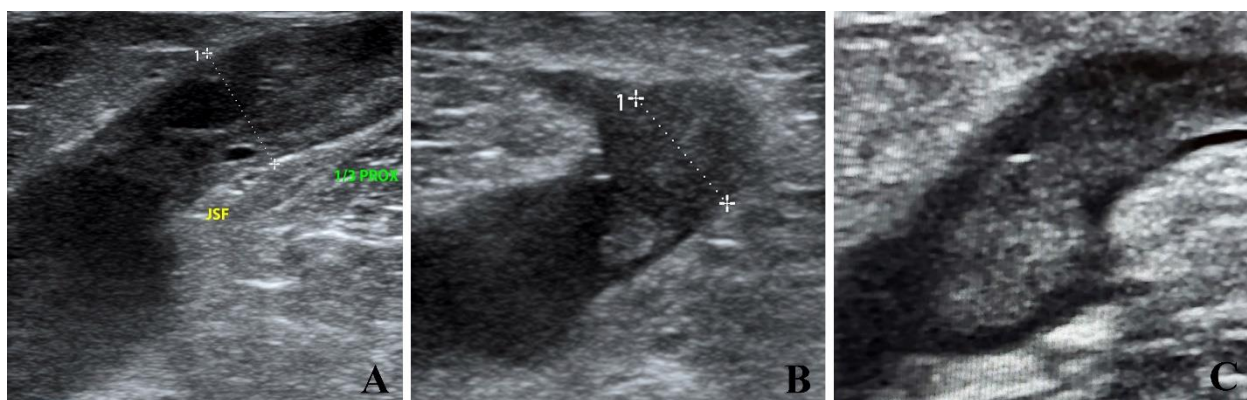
Imagini ultrasonografice ale cazurilor de VTF tip III Verrel-Steckmeier cu subtipurile IIIA (A), IIIB (B) și IIIC (C)
